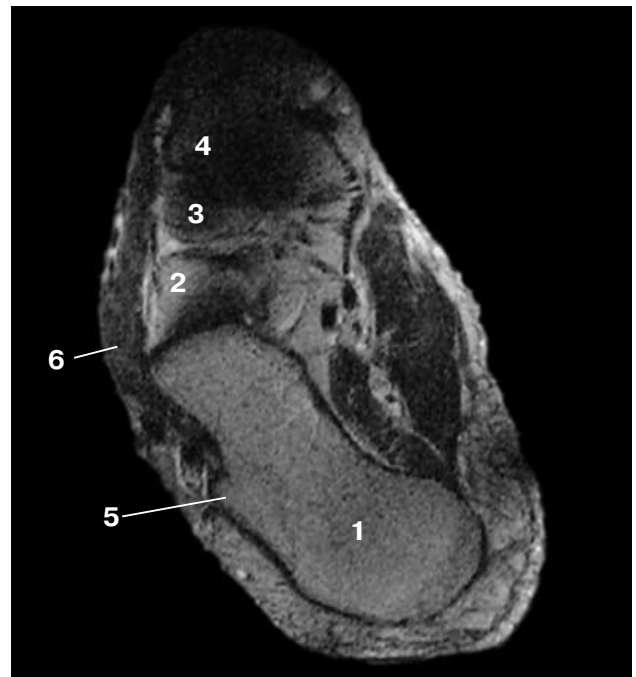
T2-взвешенная МР-томограмма на уровне пяточно-кубовидного сустава. 1 – пяточная кость, 2 – кубовидная кость, 3 – латеральная клиновидная кость, 4 – средняя клиновидная кость, 5 – ретро-трохлеарное возвышение, 6 – m. abductor digiti minimi.
